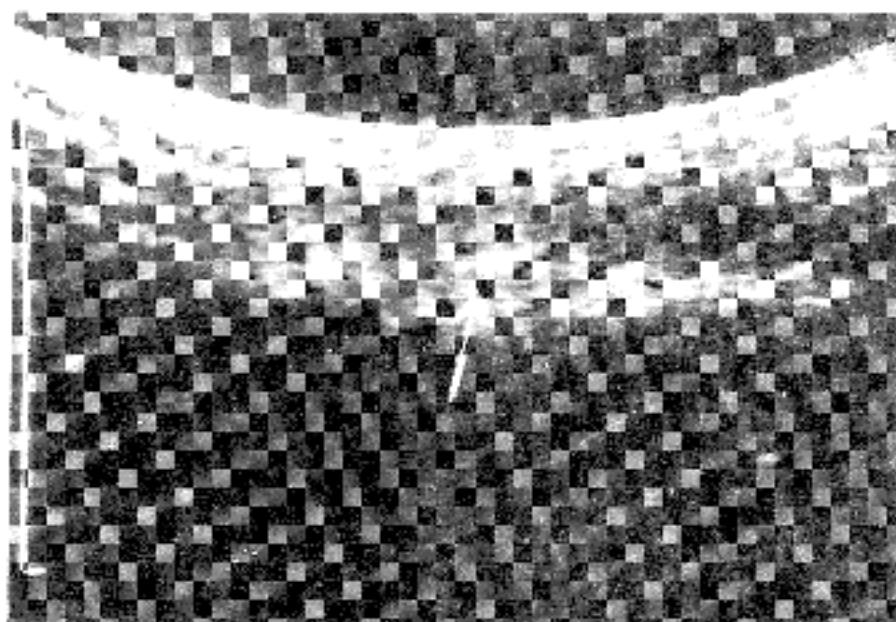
Sonography of the finger shows 2.4 mm sized echogenic nodule. Case 1.
